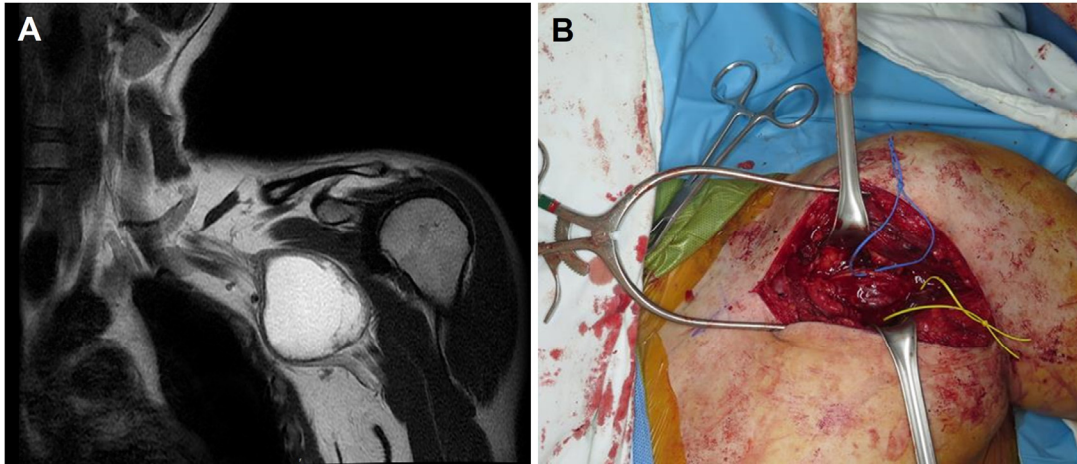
A 32-year-old male patient underwent tumor resection due to a cystic mass in the left brachial plexus. Preoperative magnetic resonance imaging shows a large cystic mass at the left brachial plexus. The electrophysiologic study revealed that neural compromise is observed only in the muscles innervated by the radial nerve (A). During surgery, triggered electromyography using a hand-held stimulator was performed; however, formal intraoperative neurophysiological monitoring techniques, such as somatosensory evoked potentials and motor evoked potentials, were not performed (B). Postoperatively, the patient experienced mild wrist drop and moderate finger extensor weakness in the left upper extremity.
